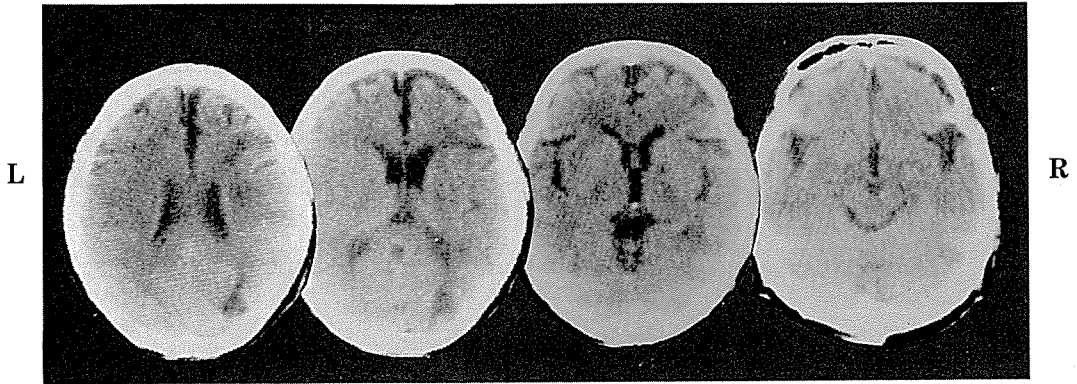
頭部 CT scan (1979, 10. 6)
